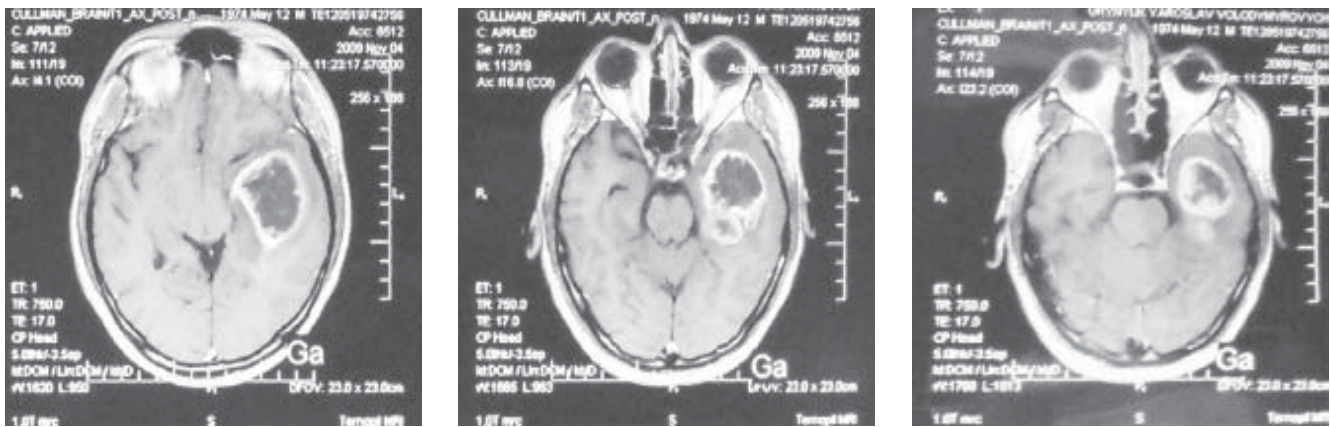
МРТ-обстеження до операції
